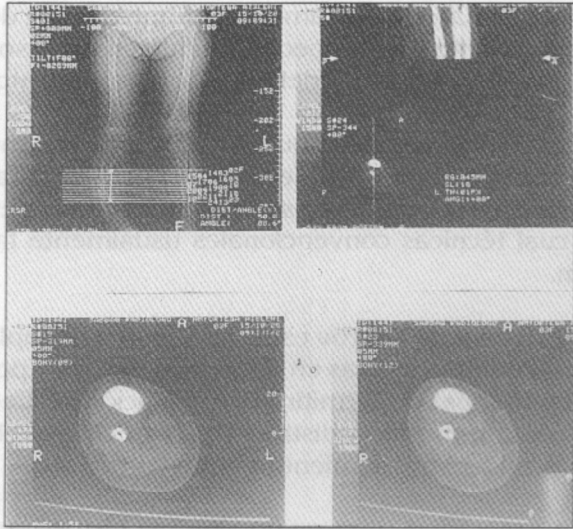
Tomografía axial computarizada en la que se observa la extensión de la obliteración del canal medular.
